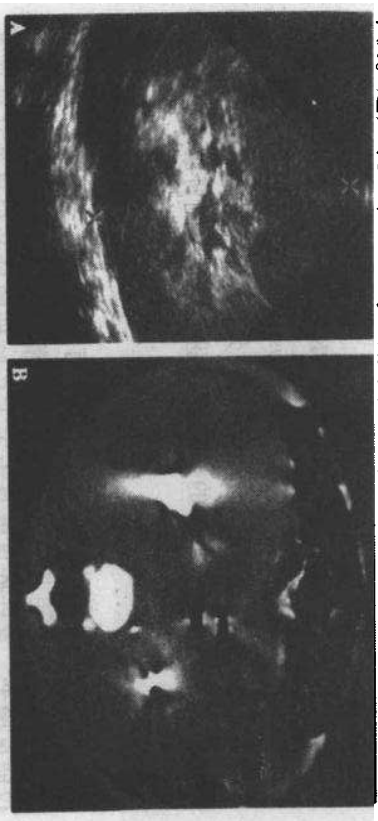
肾胚细胞瘤病。A 右肾超声图像显示肾脏明显增大伴有正常皮质髓质分界消失(左肾也有相同的表现)。B CT 增强扫描显示正常肾内结构消失伴有双肾弥漫性叶内肾胚细胞瘤病
